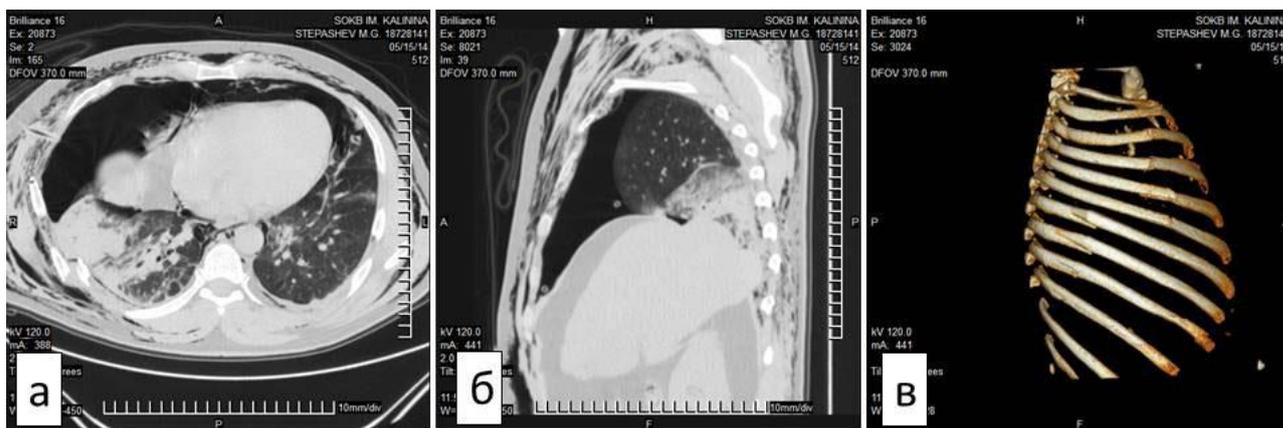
Компьютерная томограмма грудной клетки (а – аксиальный срез; б – сагиттальный срез; в – режим 3D-реконструкции) пациента С., 38 лет, история болезни №18728141. Множественные и флотирующие переломы ребер справа, гемопневмоторакс, пневмомедиастинум, разрыв правого купола диафрагмы.
